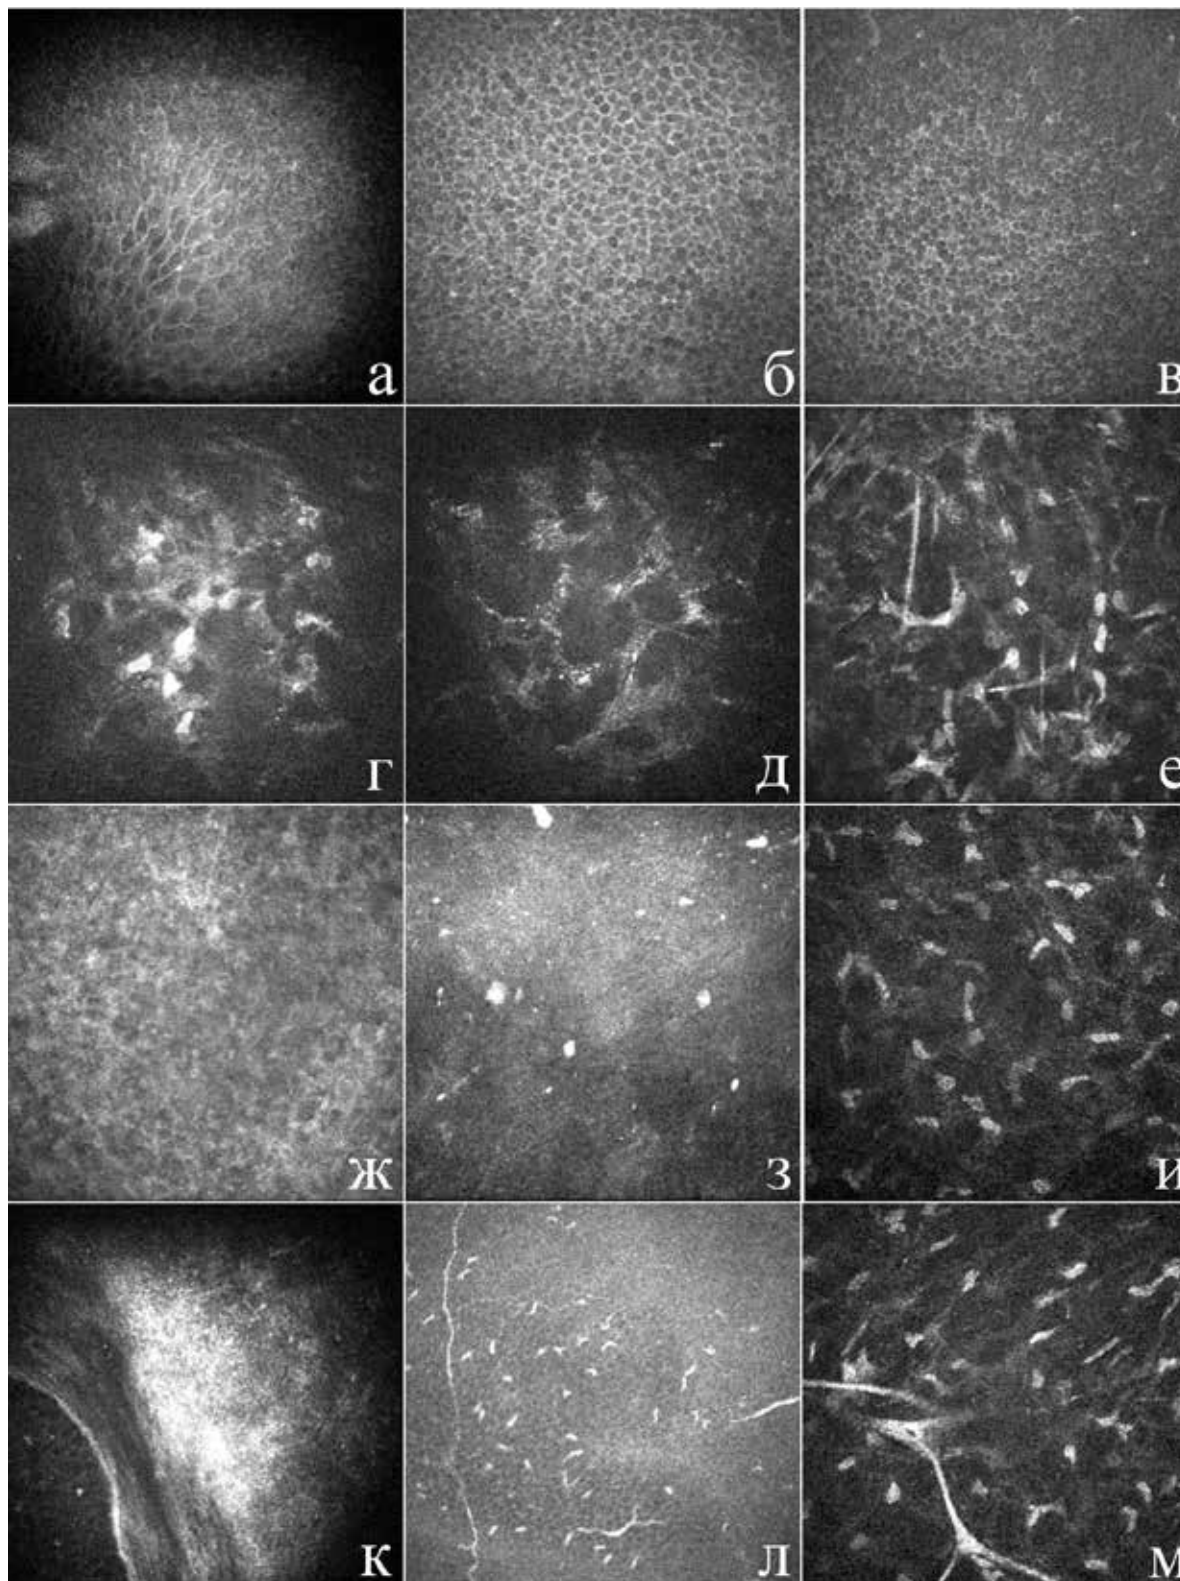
Томограммы биолинзы и собственной роговицы (пояснения в тексте)
